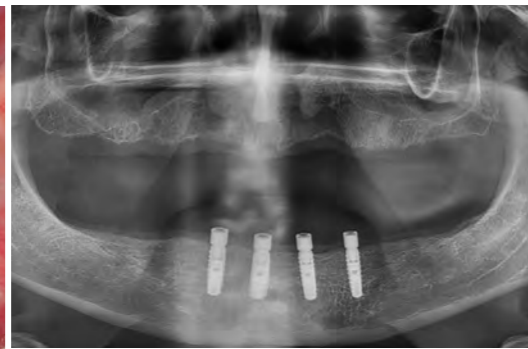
Im Röntgenbild ist die stabile Knochenanlagerung an der Implantatshulter gut sichtbar.
